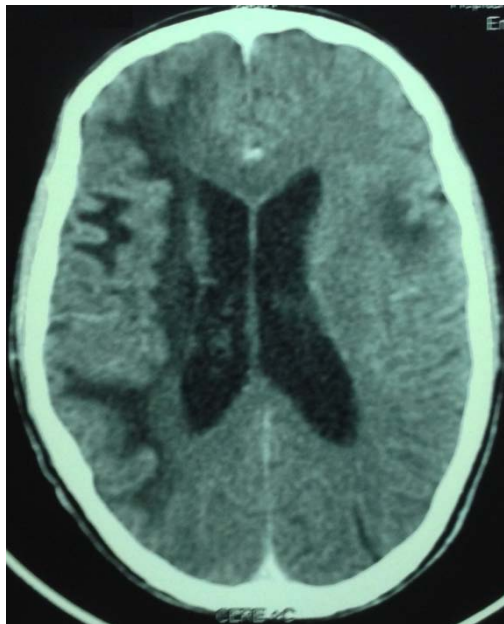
Coupe horizontale d'une TDM cérébrale avec injection : Hypodensité de la substance blanche fronto-temporo-pariétale droite et fronto-pariétale gauche sans prise de contraste ni effet de masse.
